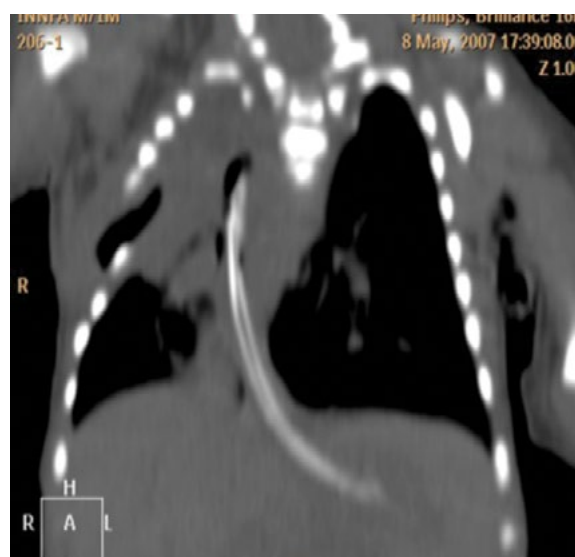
Fístula broncopulmonar comunicación entre el parénquima y el espacio pleural. Esta comunicación se puede hacer patente en la TC multidetector y reformateos multiplanares.
